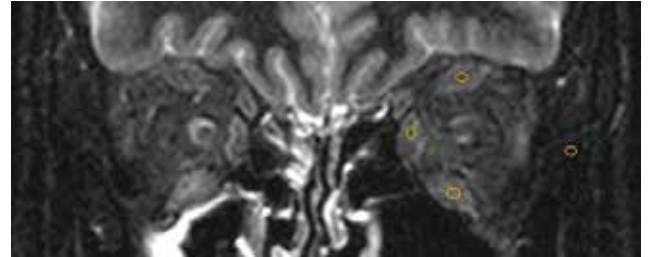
RM STIR con marcaciones en rectos y temporal para el cálculo del RIS.
